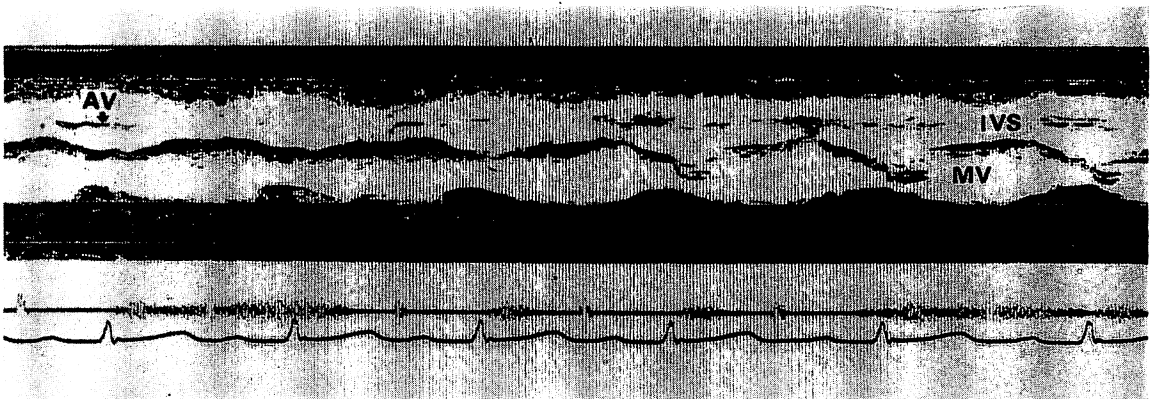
M-mode echocardiogram of a case with double outlet right ventricle.
